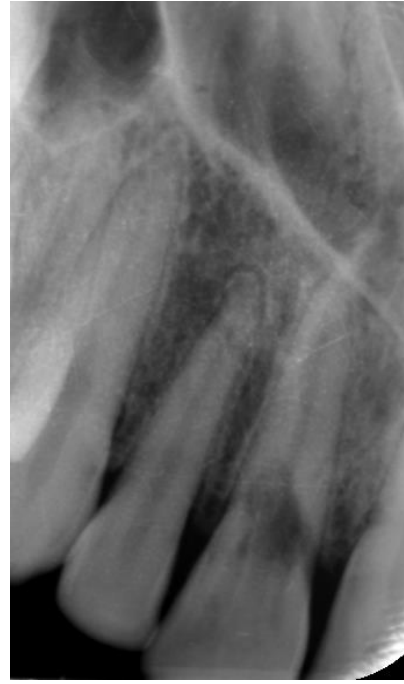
Radiografia periapical com imagem radiolúcida compatível com reabsorção cervical externa.
